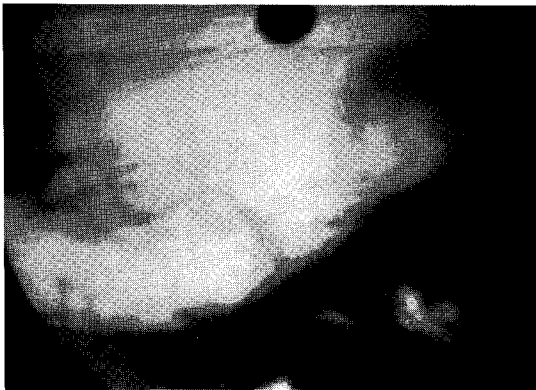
Lateral skull film showing the curved tip TEW-TC electrode 2~3mm proximal to the clivus for V3 ganglionotomy.
